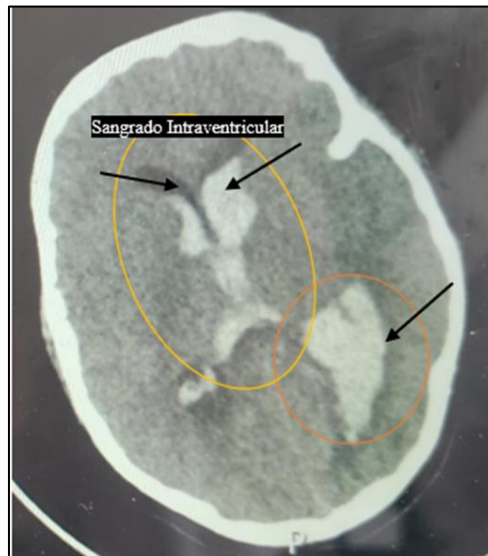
Tomografía computada simple de cráneo. Sangrado intraventricular. Fuente: imagen de la historia clínica del paciente.
